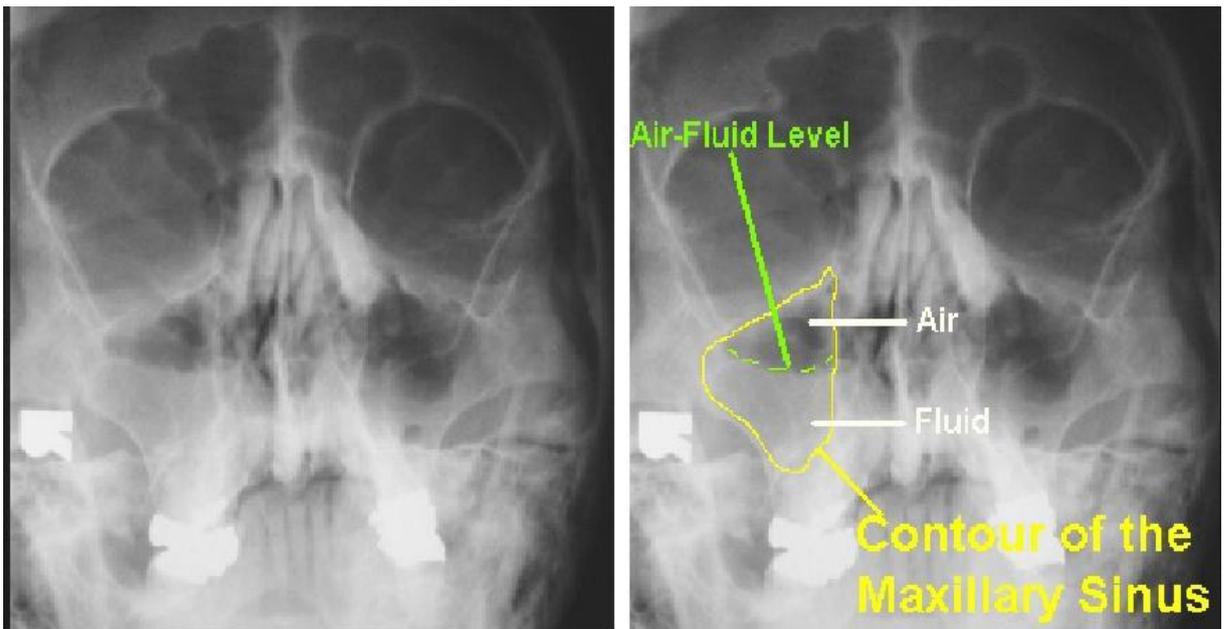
Рентгенограмма при гайморите
